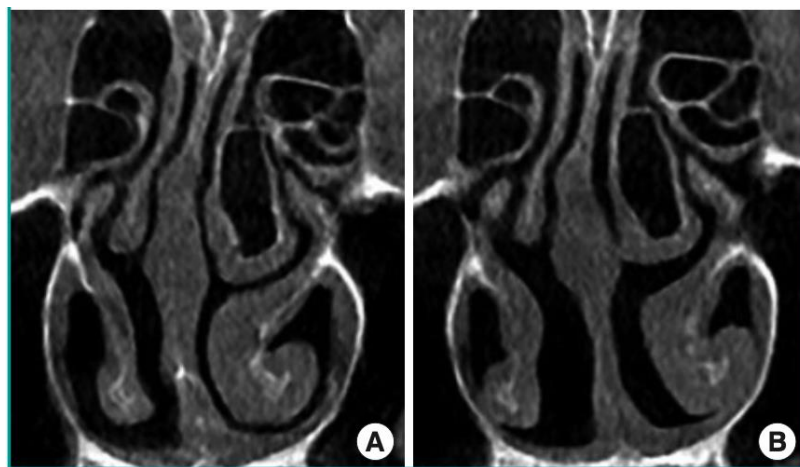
CT koronal menunjukkan pengukuran bagian medial dan lateral mukosa posterior di sisi kanan dan kiri (El-anwar MW et al., 2016)
